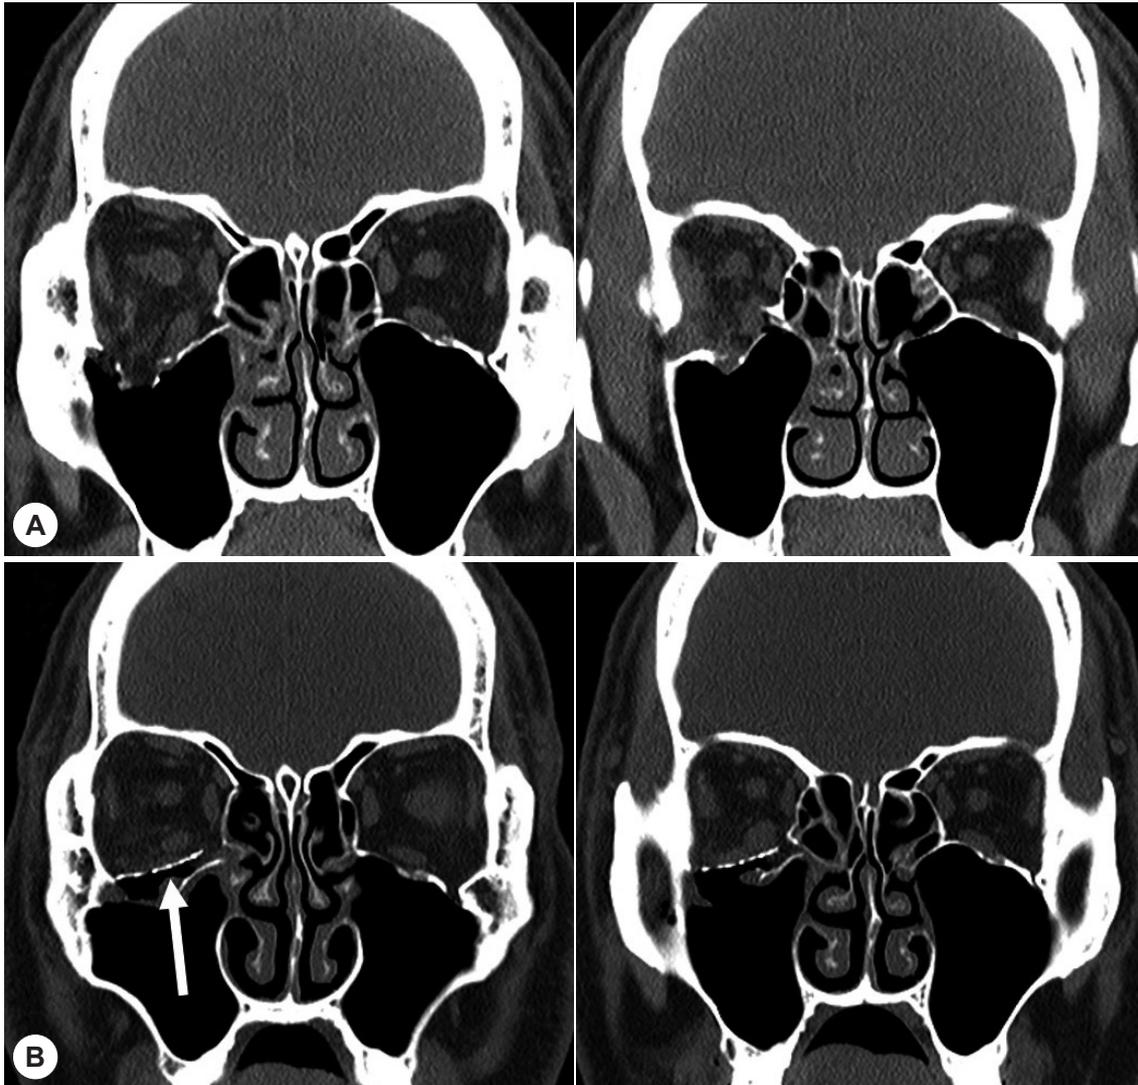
Facial bone CT scan images of inferior blowout fracture. A: Preoperative images. B: Postoperative images (arrow: reconstruction material, Medpore®).
